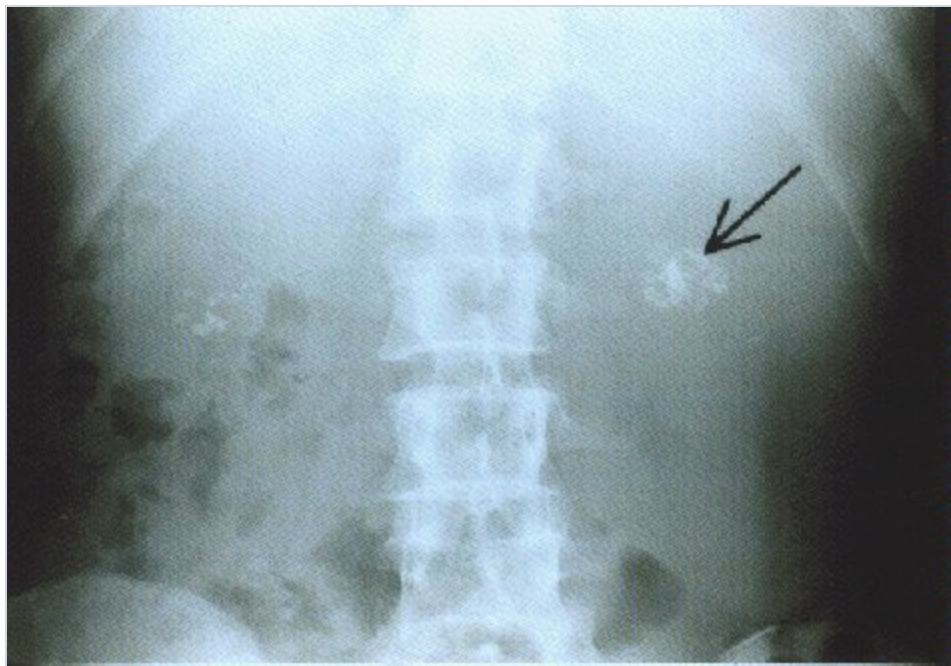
Riñón esponjoso medular Esta radiografía simple de abdomen muestra calcificaciones (flecha) en los conductos colectores dilatados en un riñón esponjoso medular.
